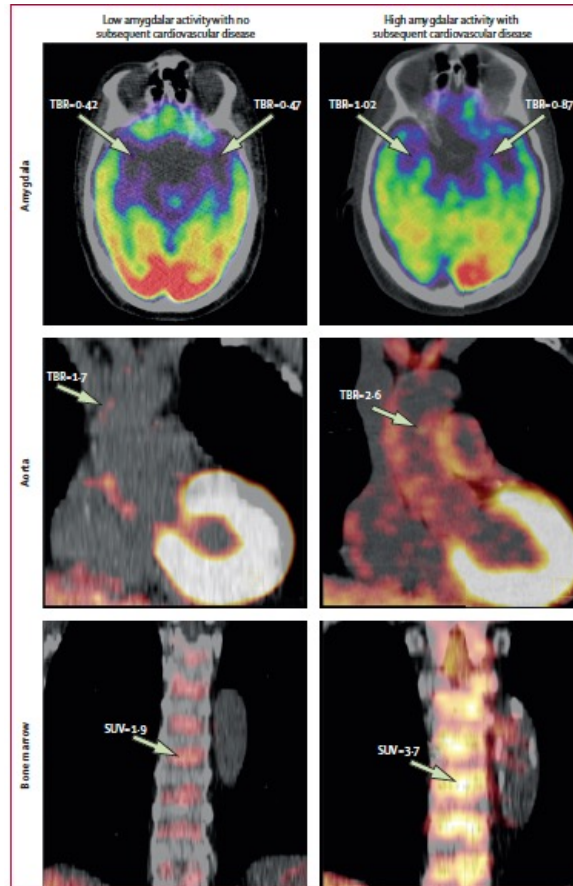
Amygdalar, arterial, and bone-marrow uptake of ^{18}F -FDG in individuals with and without subsequent cardiovascular disease events
